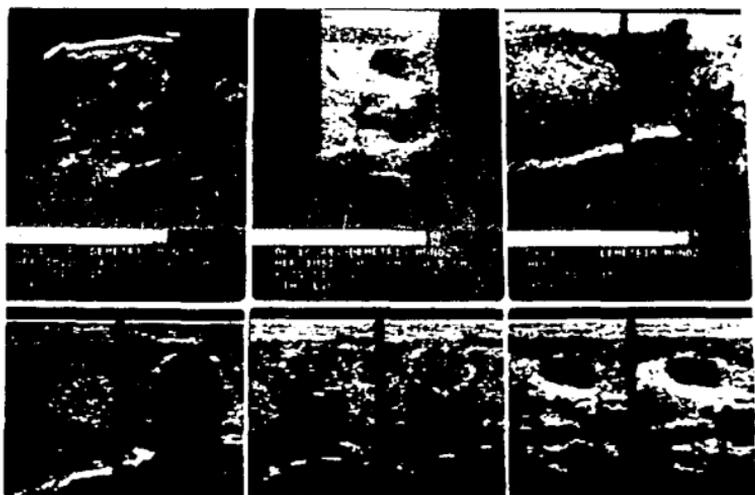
ULTRASONIDO HEPATICO QUE DEMUESTRA UN ABSCESO HEPATICO CRONICO EN UN PACIENTE MASCULINO DE 68 AÑOS Y AL QUE POSTERIORMENTE SE LE REALIZO RESECCION DEL SEGMENTO IV.
